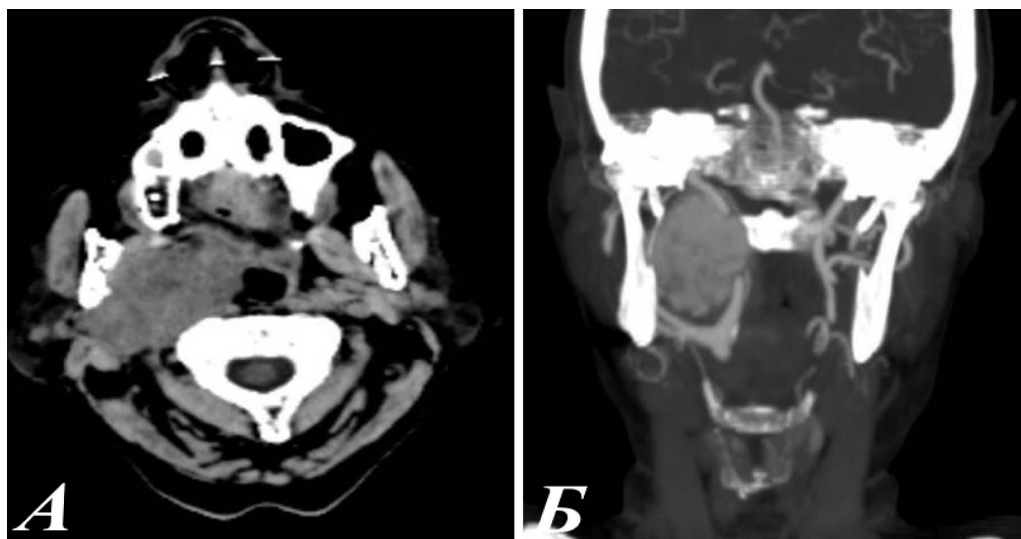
А — КТ, аксиальная плоскость, нативная фаза. За углом нижней челюсти справа определяется образование мягкой тканевой плотности; Б — КТ, артериальная фаза, корональная плоскость. Справа в области бифуркации общей сонной артерии определяется крупное образование с интенсивным накоплением контрастного вещества.
